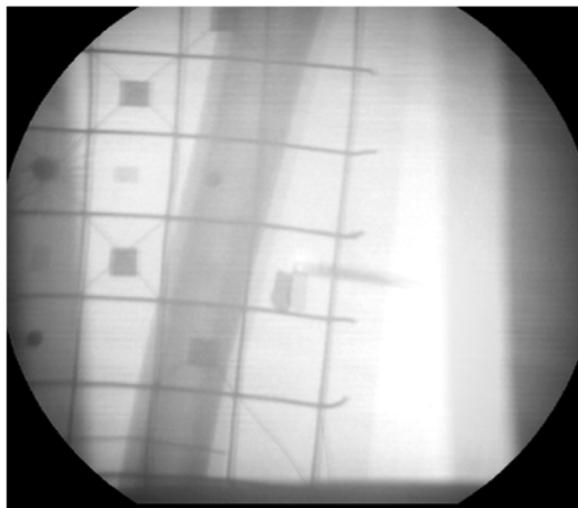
Пример стереорентгеновского изображения (анаглиф) во время малоинвазивной операции извлечения инородного тела
